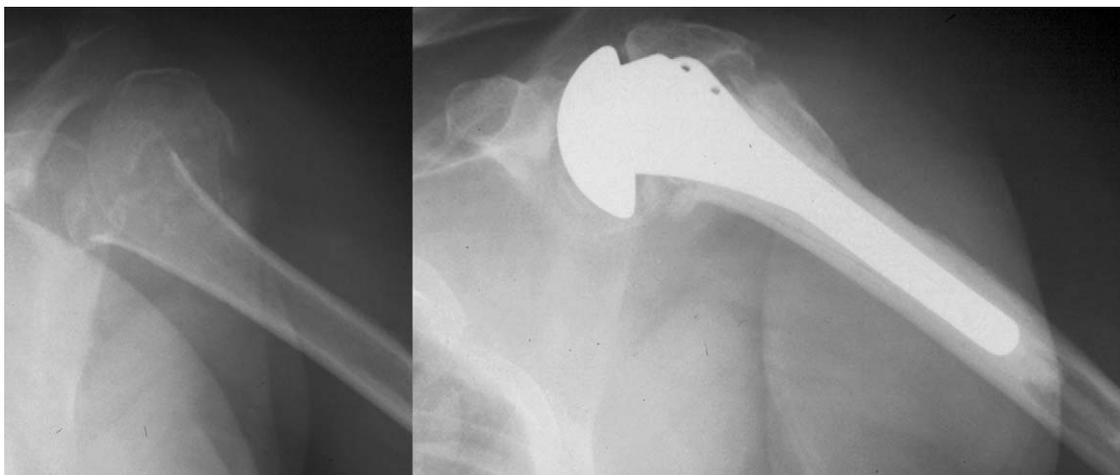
A) Radiografía anteroposterior de hombro izquierdo. Secuela de fractura en 3 partes de húmero proximal que evolucionó a pseudoartrosis. B) Se implantó una hemiartróplasia con osteotomía del troquíter que evolucionó a pseudoartrosis con modesto resultado funcional.
